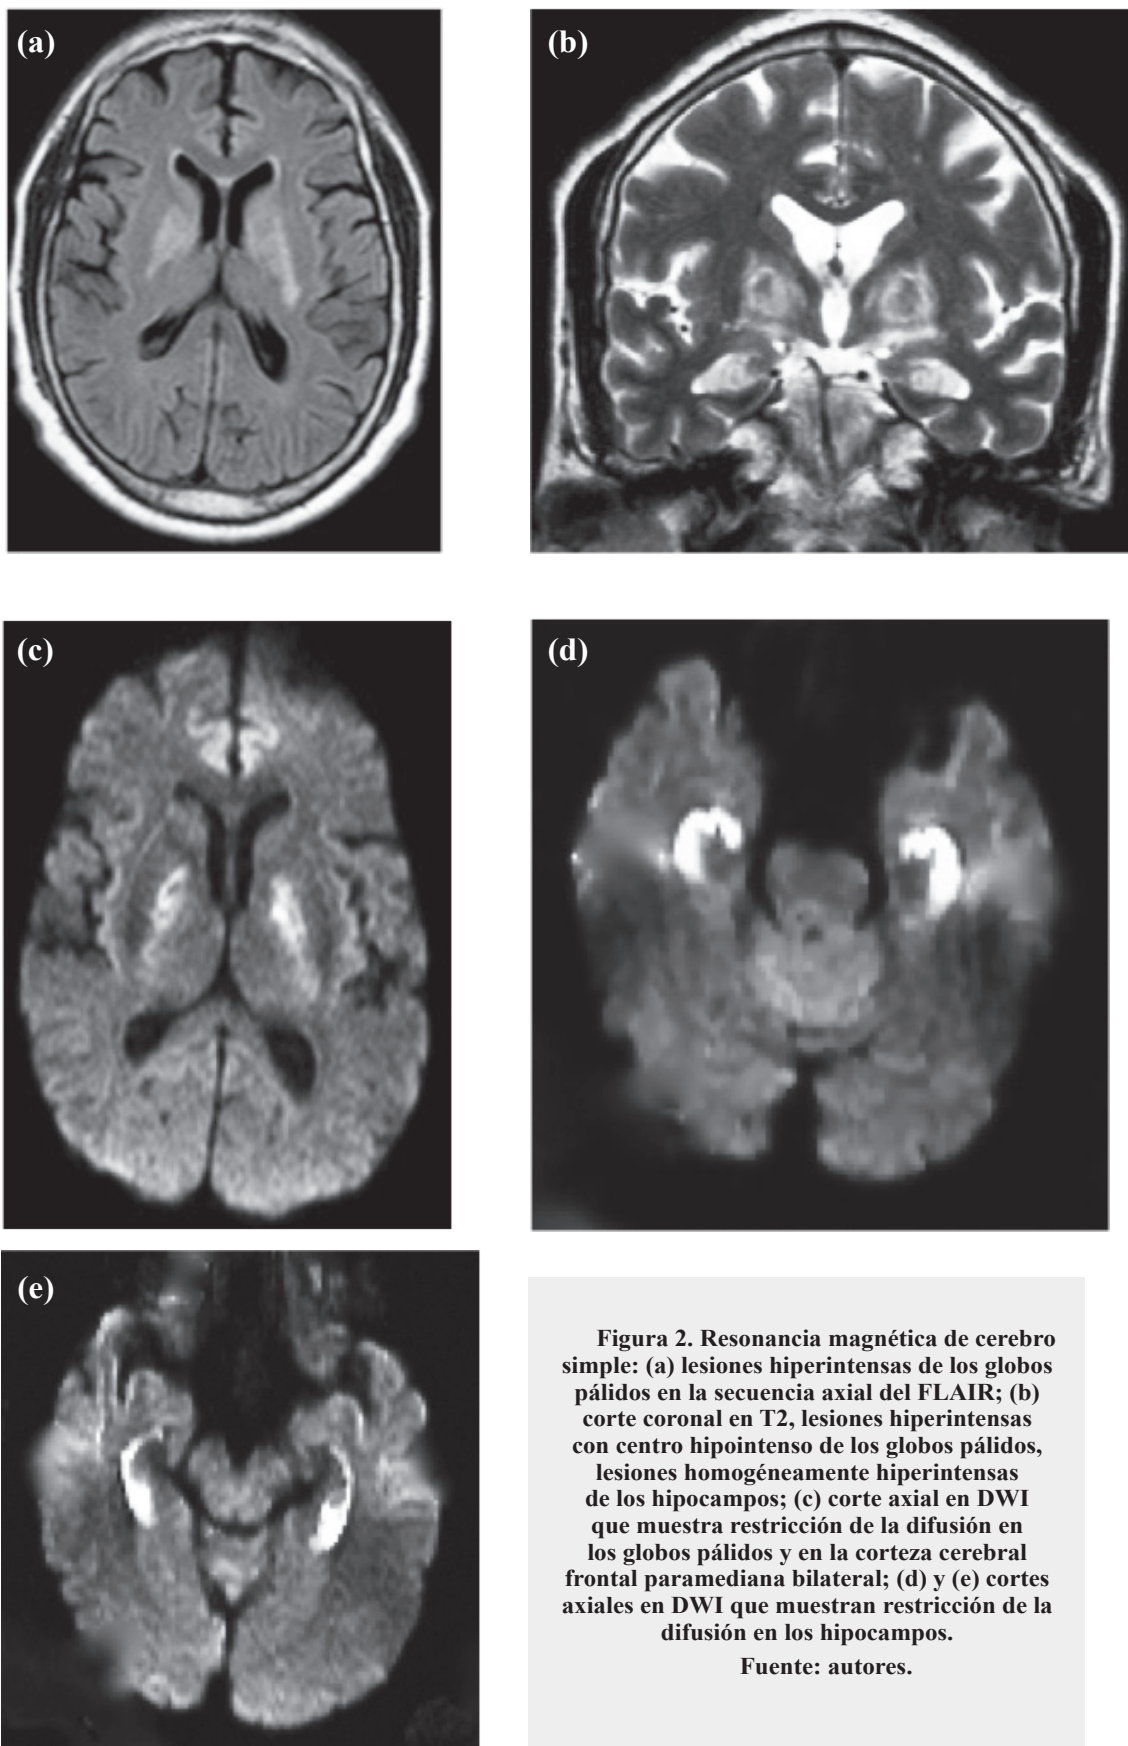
Resonancia magnética de cerebro simple: (a) lesiones hiperintensas de los globos pálidos en la secuencia axial del FLAIR; (b) corte coronal en T2, lesiones hiperintensas con centro hipointenso de los globos pálidos, lesiones homogéneamente hiperintensas de los hipocampos; (c) corte axial en DWI que muestra restricción de la difusión en los globos pálidos y en la corteza cerebral frontal paramediana bilateral; (d) y (e) cortes axiales en DWI que muestran restricción de la difusión en los hipocampos.
